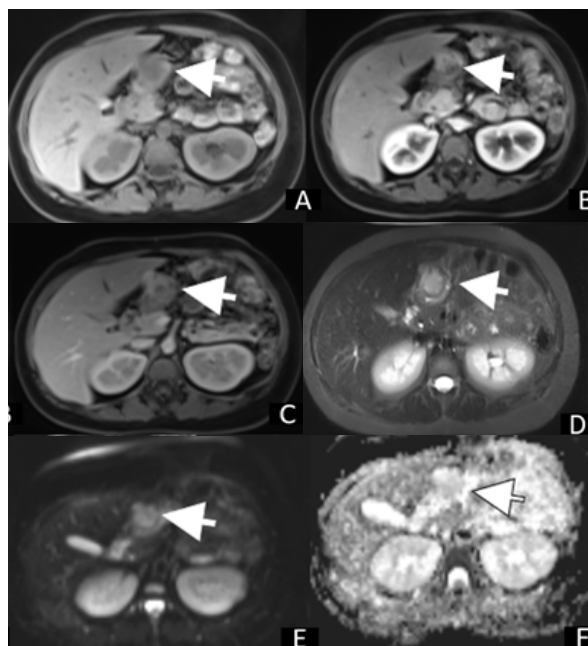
Imágenes axiales de RM ponderada en T1 (a), fase arterial (b), fase venosa (c), T2 (d), difusión (e) y el mapa ADC (f). Se evidencia lesión nodular antral, de crecimiento parcialmente exofítico, hipointenso en T1 con ávido realce en fase arterial y persistencia en fase venosa, así como discreta restricción a la difusión, corroborado en el mapa ADC.
